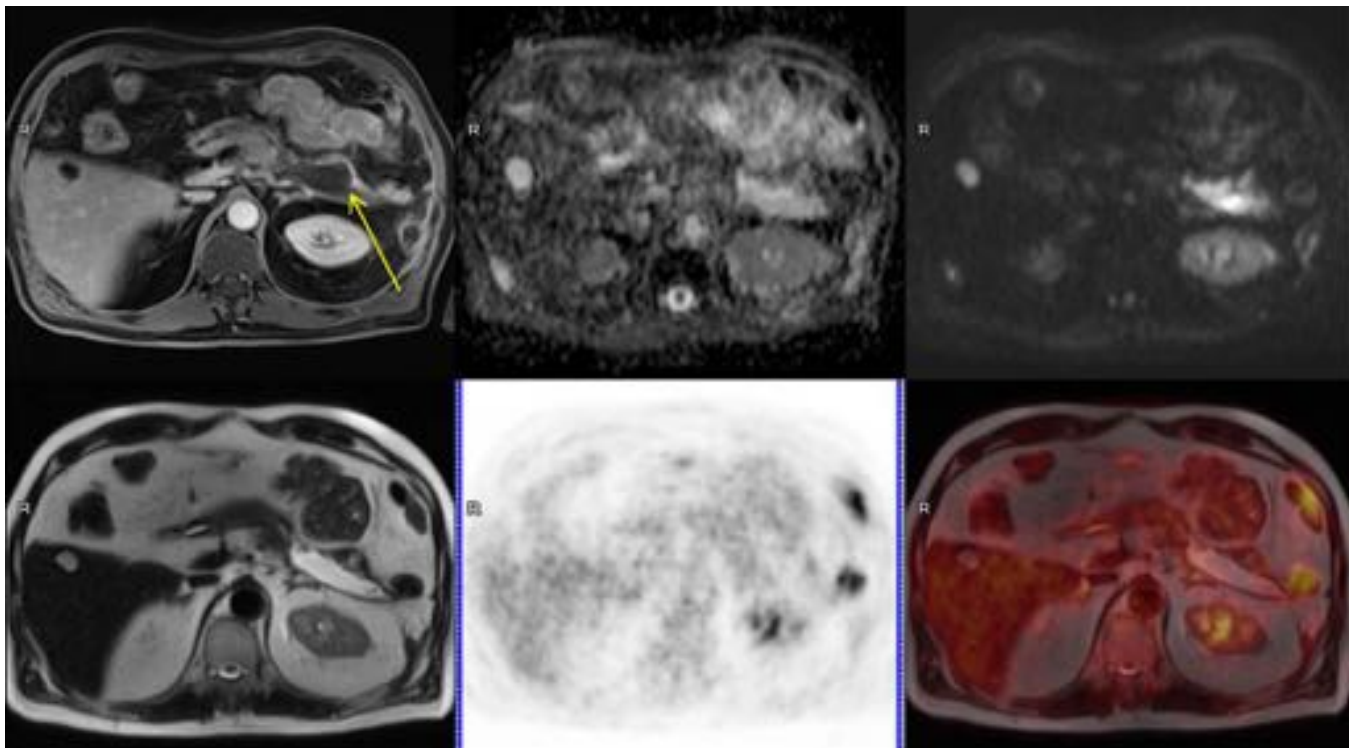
Estudio de PET-RM de caso de la figura anterior. Colección en lecho de resección pancreática. Obsérvese discreta nodularidad y engrosamiento de la pared anterior de la colección, sin captación en el PET en rango patológico. Quiste simple hepático en segmento V. Arriba: T1 FS postcontraste iv., mapa ADC y difusión con b=1000. Abajo: HASTE T2, PET y fusión de ambos.
